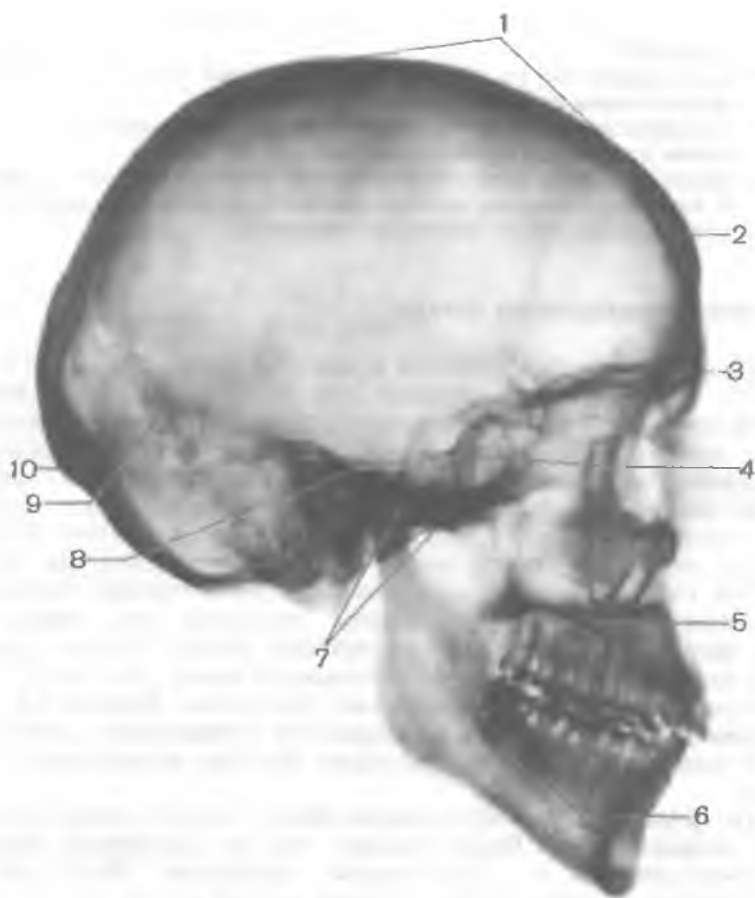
Рентгенограмма черепа взрослого человека; вид сбоку (боковая проекция).
